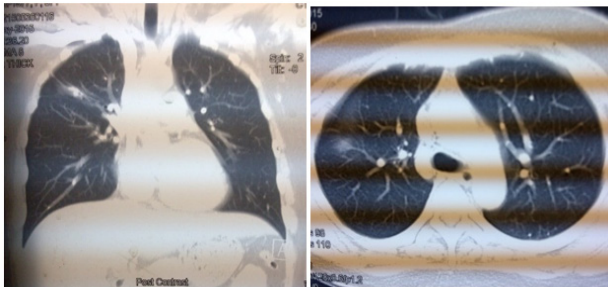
CT-scan toraks menunjukkan gambaran tumor solid pada paru kanan
